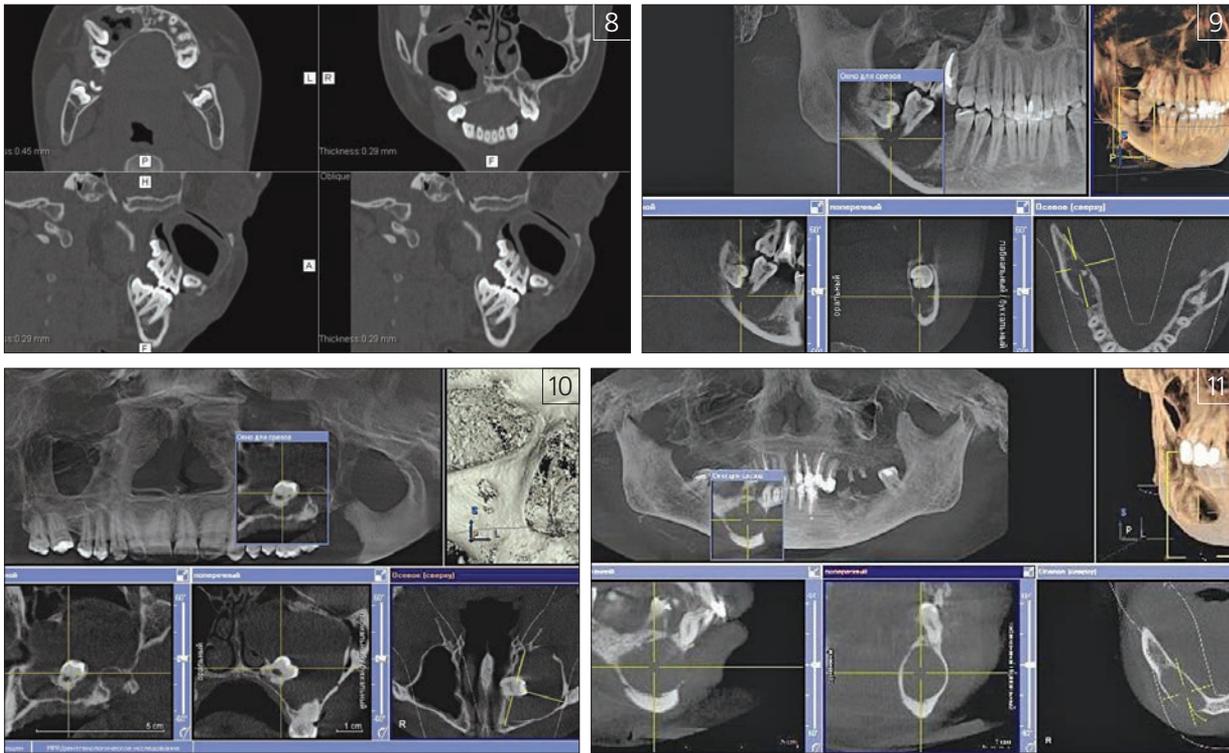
Содержимое кератокисты: мягкотканый компонент + воздух. Обширный дефект вестибулярной кортикальной пластинки тела нижней челюсти. МСКТ
